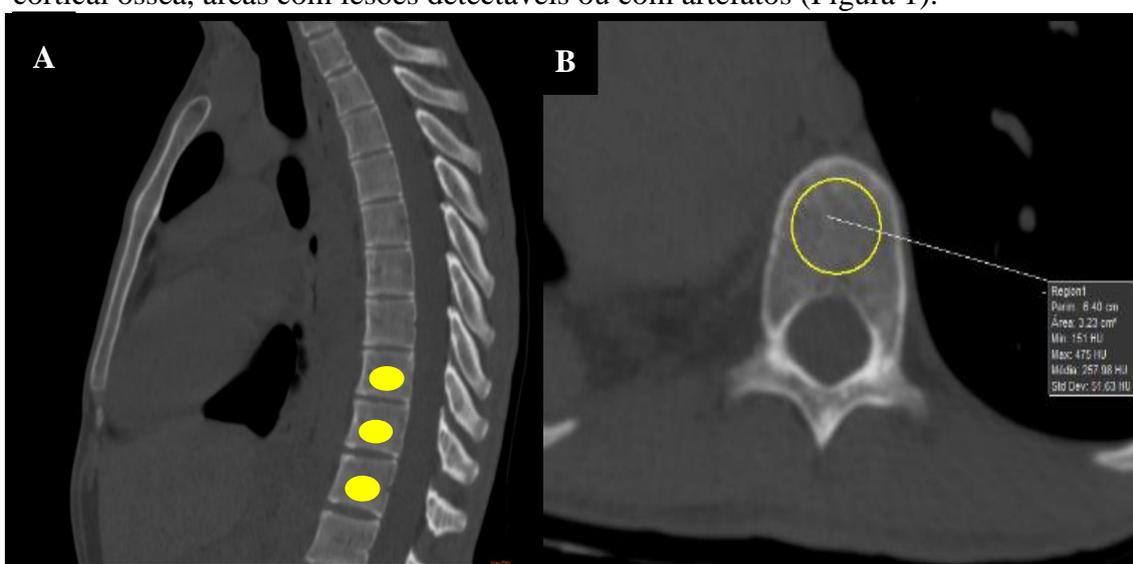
A) Localização das regiões de interesse (RDIs) nas últimas três vértebras dorsais inferiores em reformatação sagital de TC de tórax. B) RDI com demonstração da densidade óssea medida em unidades Hounsfield medida no plano axial.
